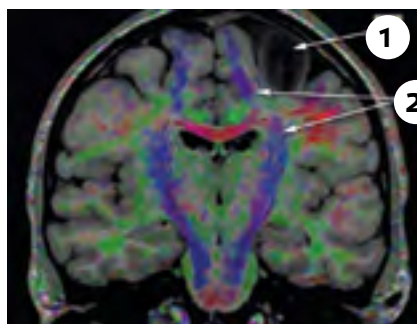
МРТ-трактография у пациента с глиомой двигательной коры головного мозга слева. 1. Опухоль. 2. Кортико-спинальный тракт.
